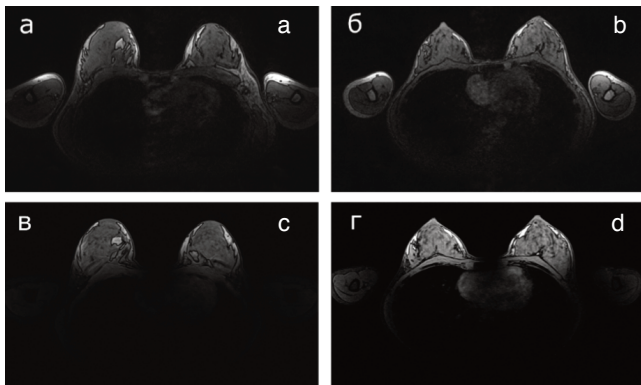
МР-изображения двух здоровых добровольцев, полученные на томографе 3 Тл со специализированной 16-канальной катушкой для молочных желез (а, б) и разработанными диэлектрическими резонаторами (в, г).
